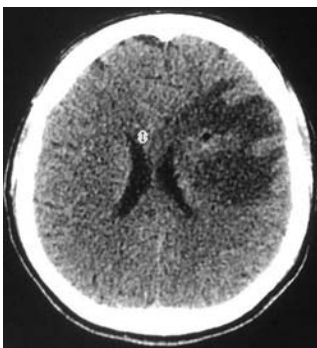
КТ хворої Ш. на наступну добу після стереотаксичної аспірації абсцесу. Значне зменшення об'єму ураження, сліди повітря в місці аспірації, зменшення компресії переднього рогу лівого бічного шлуночка, збереження ознак вираженого перифокального набряку.
